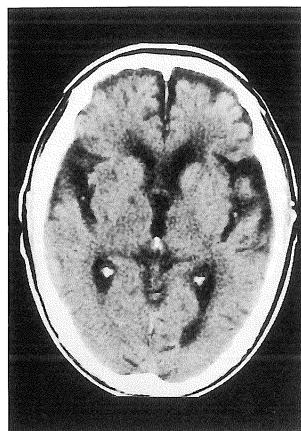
Brain CT shows no interval change.
